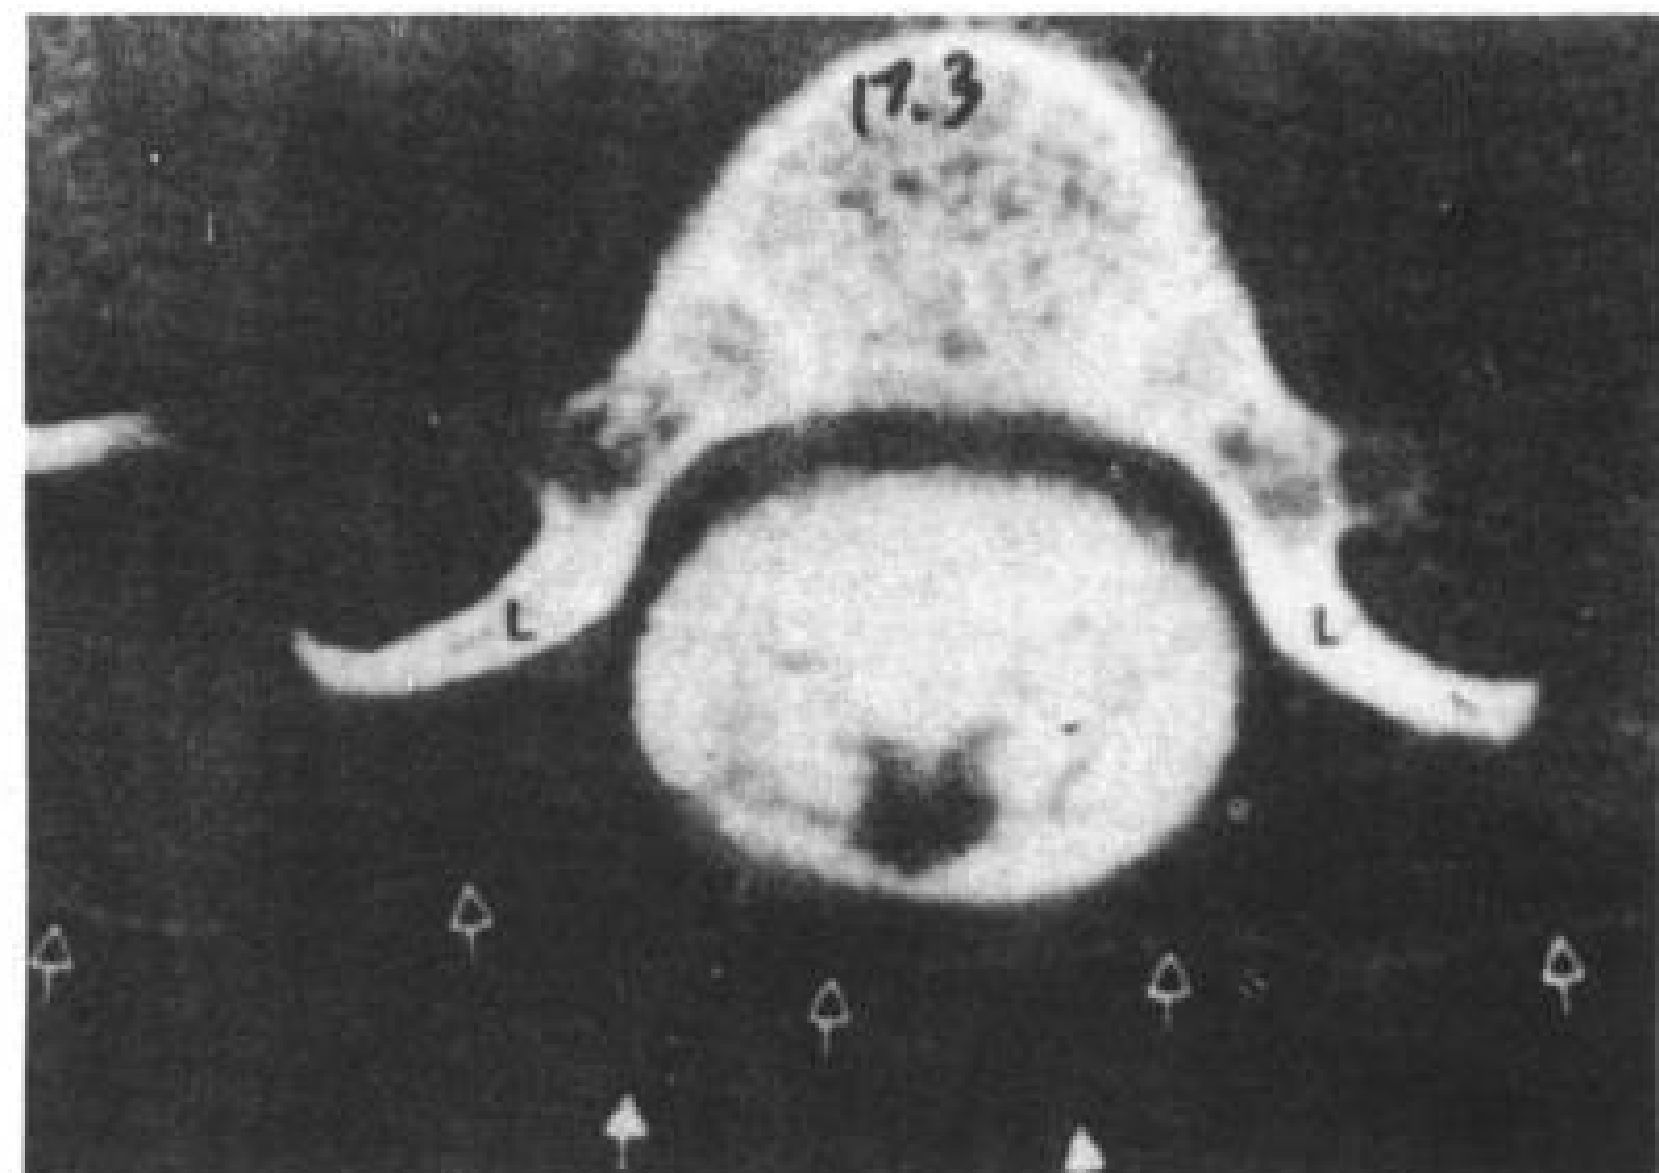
缝合后的CT脊髓造影。4岁男孩。腰骶脊髓脊膜突出缝合后4年。脊髓清楚显示,未见粘连,腰椎椎板(L)外展,有大的蛛网膜下腔,有完整的皮肤(空箭头)覆盖,但中线外较薄,有薄的皮下组织及肌膜。此病例作腰穿有纱布(实箭头)覆盖。椎旁肌内位于椎板前方,在它收缩时易出现后突。蛛网膜下腔圆影为脊髓,因它发出成对的神经板。
